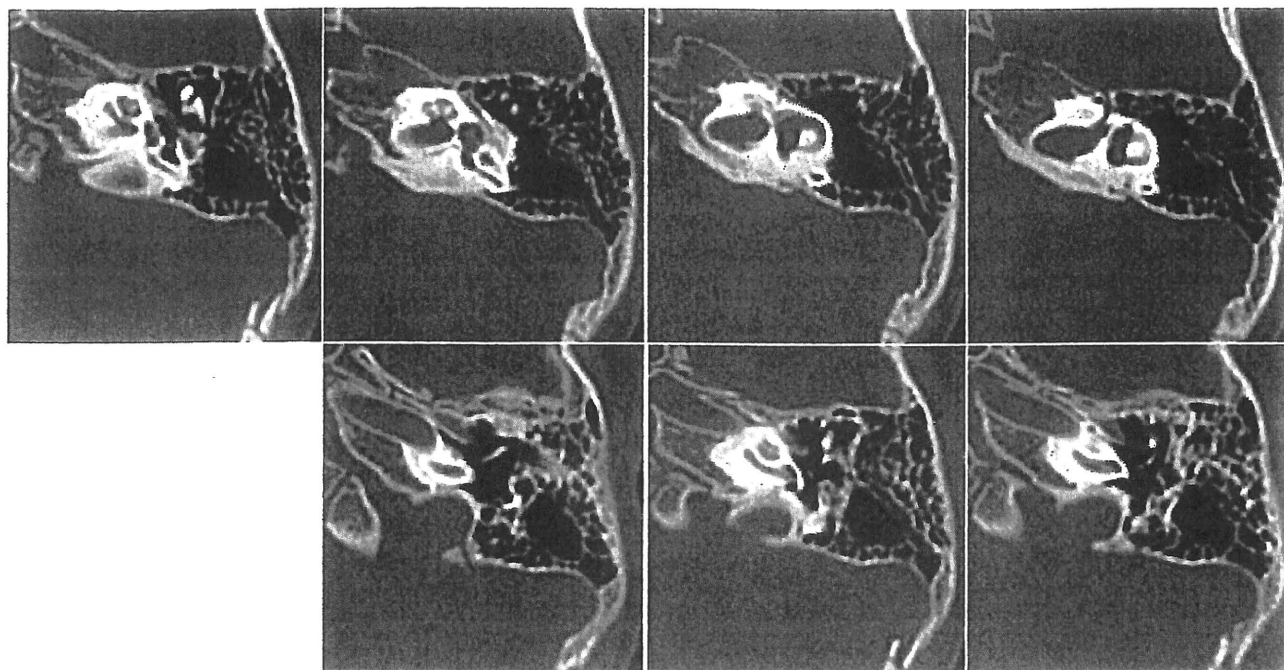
症例1(髄膜炎後2年4カ月時)の左軸位断CT
